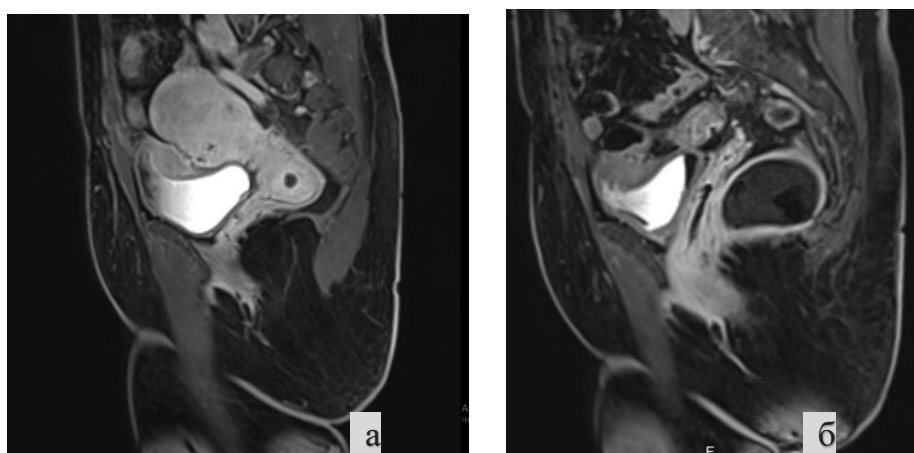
б Экстрагенитальный эндометриоз с прорастанием в прямую кишку с патологической рестрикцией диффузии на DWI с фактором взвешенности  $b_{800}$  и картах ADC.
